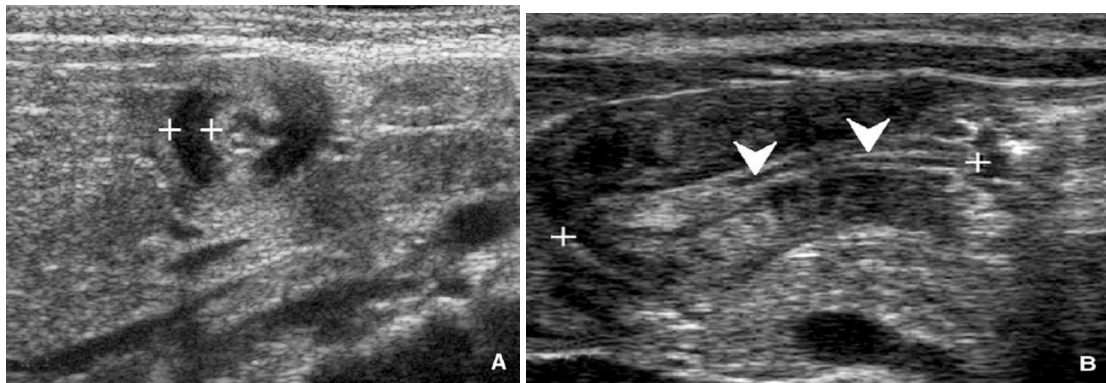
Échographie d'une sténose hypertrophique du pylore [1].
